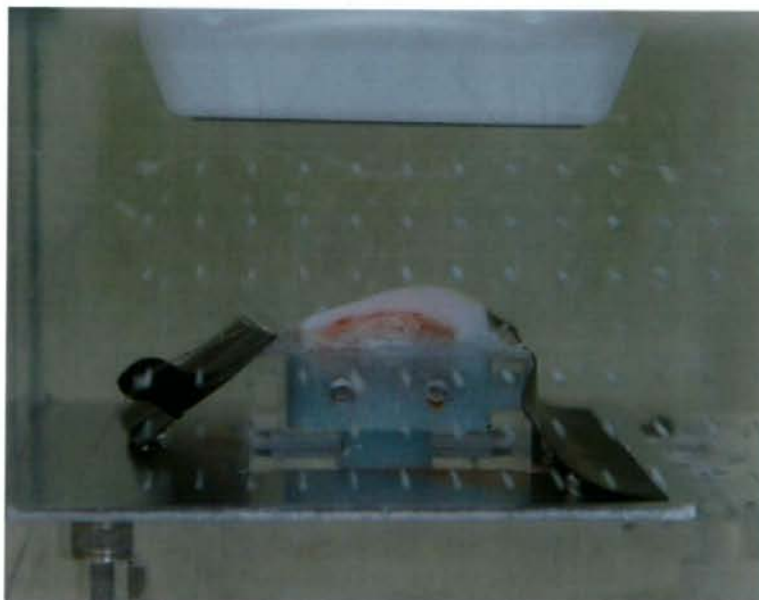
水槽内に固定した豚大腿骨顆部関節軟骨および超音波プローブ
